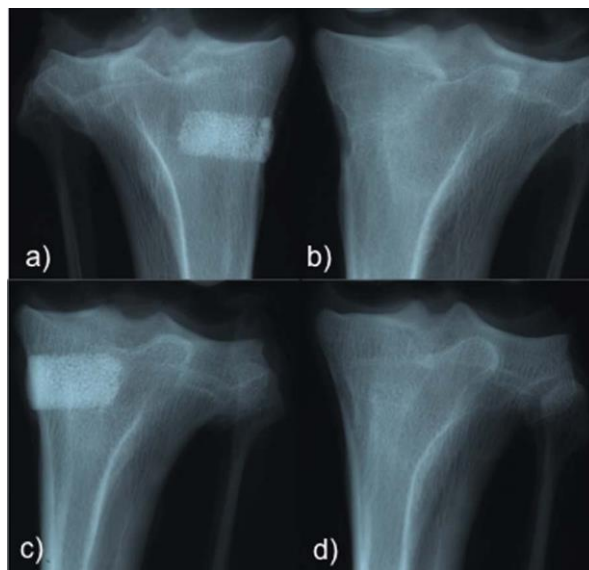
RTG snímek vyplněné části zvířecí kosti HA granulemi [15]*
